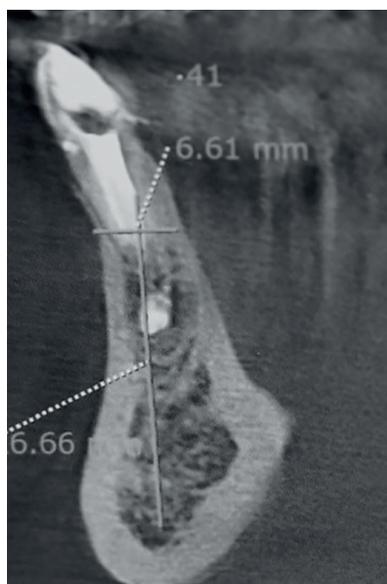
Tomografia computadorizada de feixe cônico do elemento 41.
